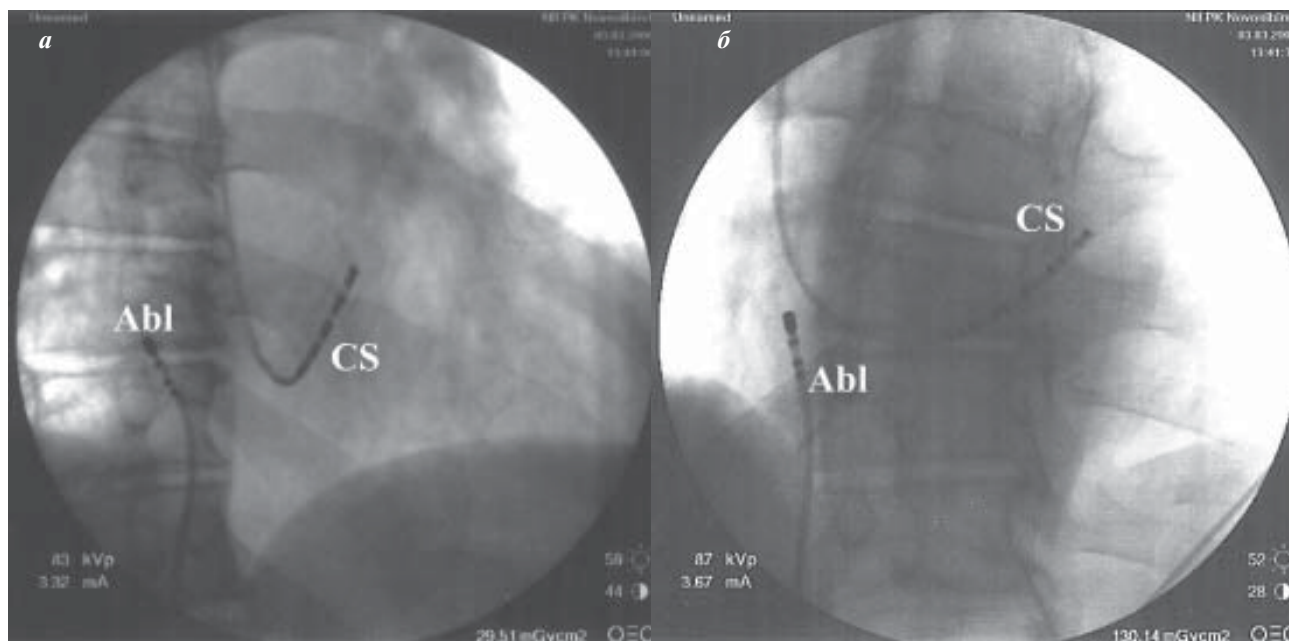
Фрагменты первичной фокусной катетерной абляции: рентгеноскопическое положение электродов в проекциях RAO-30 (а) и LAO-30 (б), соответственно.
